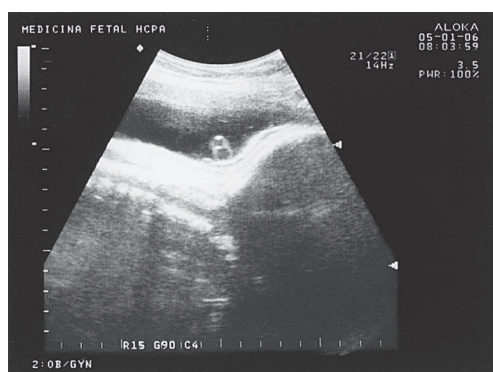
Ultrassonografia demonstrando imagem de cordão umbilical com apenas dois vasos (agenesia de artéria umbilical) na região cervical do feto.
